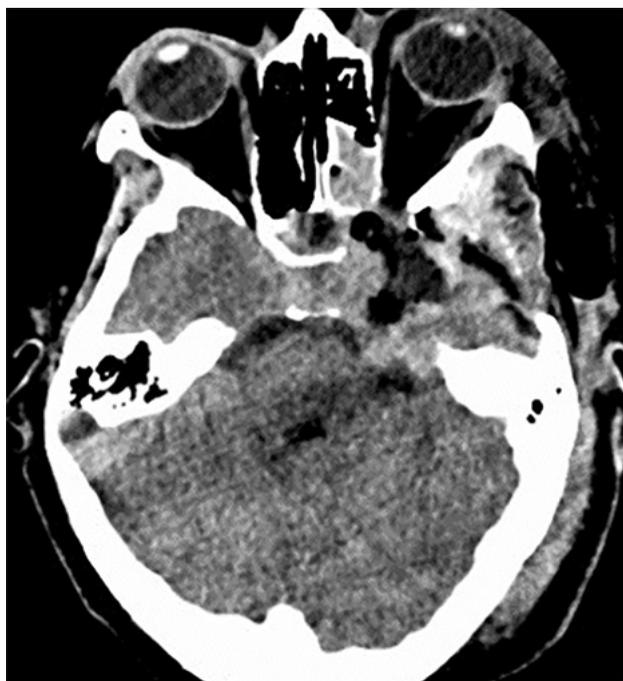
Tomografía Computada de encéfalo simple axial postquirúrgica inmediata. Se evidencia un pequeño remanente en seno cavernoso izquierdo y una mejoría de la proptosis.
